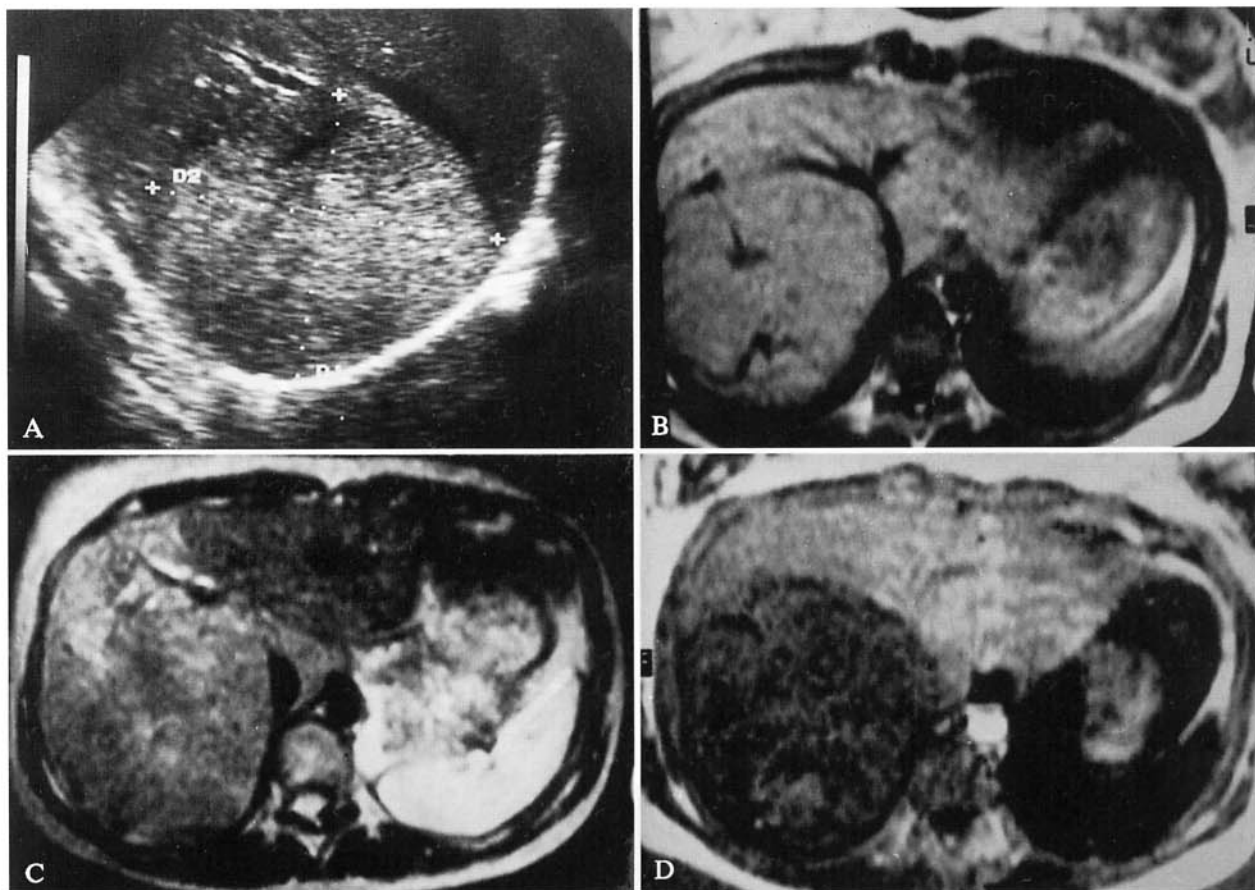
Iperplasia nodulare focale. A) Ecografia lobo epatico destro. B, C) Scansioni RM assiali Spin-Echo (TR 690/TE 20; TR 1940/TE 100 ms). D) Stessa scansione, sequenza Inversion Recovery, parte reale (TR 1008/TE 20/TI 210 ms). Macronodulo ecograficamente non tipizzabile (A), che con la RM presenta caratteri non infiltranti, isointensità rispetto al circostante parenchima nelle immagini Spin-Echo (B, C) e netto contrasto alla Inversion Recovery (D). Nella immagine in T2 (C) è riconoscibile «cicatrice» vascolare, iperintensa. *Focal nodular hyperplasia. A) Axial US scan of the right hepatic lobe. B, C) Axial SE MRI (TR 690/TE 20; TR 1940/TE 100 ms). D) Same projection and level, IR MR sequence, real part (TR 1008/TE 20/TI 210 ms). The focal liver mass which US failed to characterize (A) exhibits a "compressive" growth pattern on MR scans. It is isointense to liver parenchyma on SE MRI (B, C) and contrast is marked only on the IR image (D). The T2-weighted image shows a hyperintense vascular "scar".*
